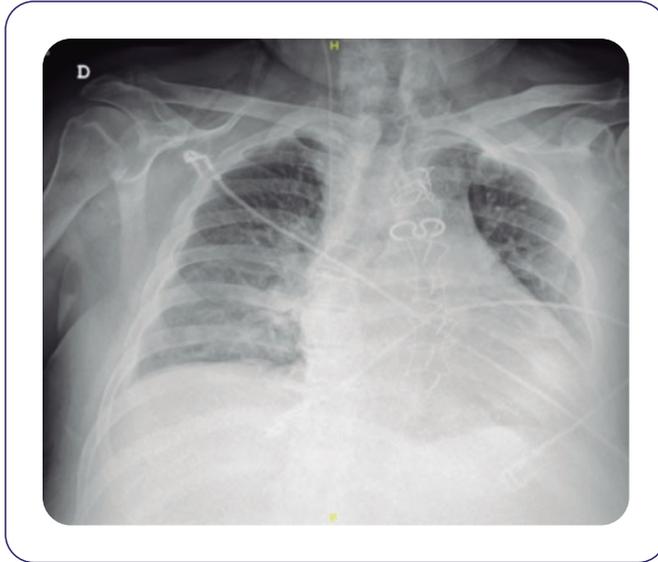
Radiografía simple de tórax que muestra cardiomegalia, derrame pleural bilateral e infiltrados intersticiales bilaterales.
